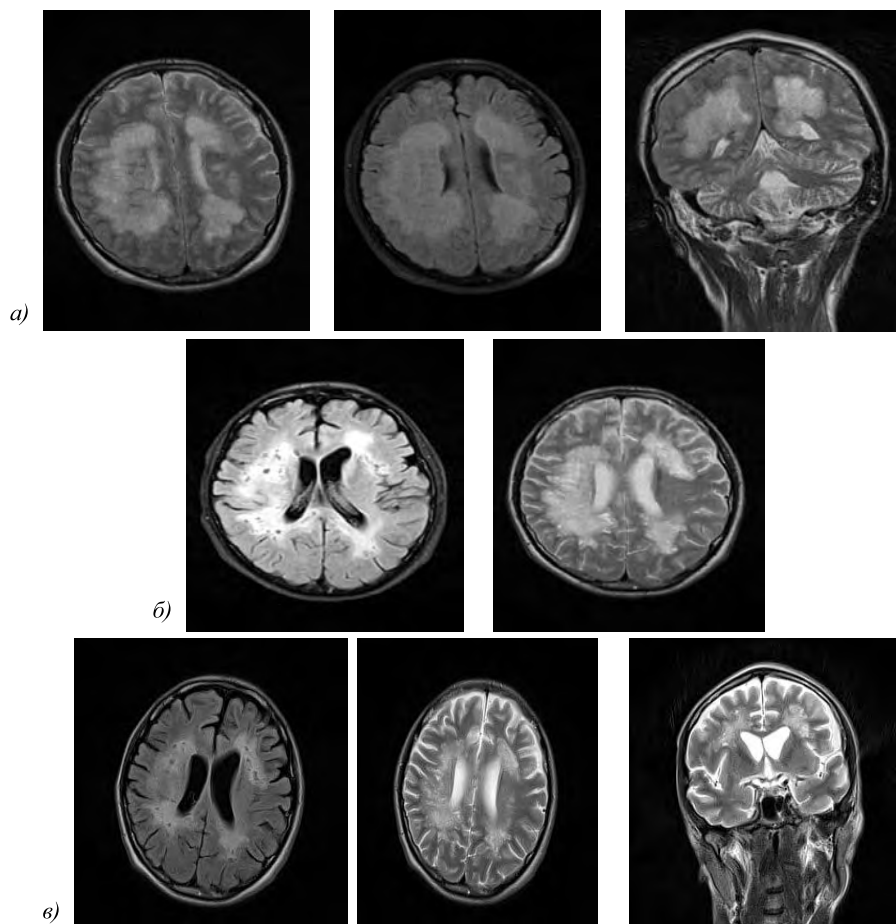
МРТ головного мозга при поступлении в ФГБУ ВЦЭРМ (а), на фоне проведенной терапии (б) и при выписке (в) (описание в тексте)
